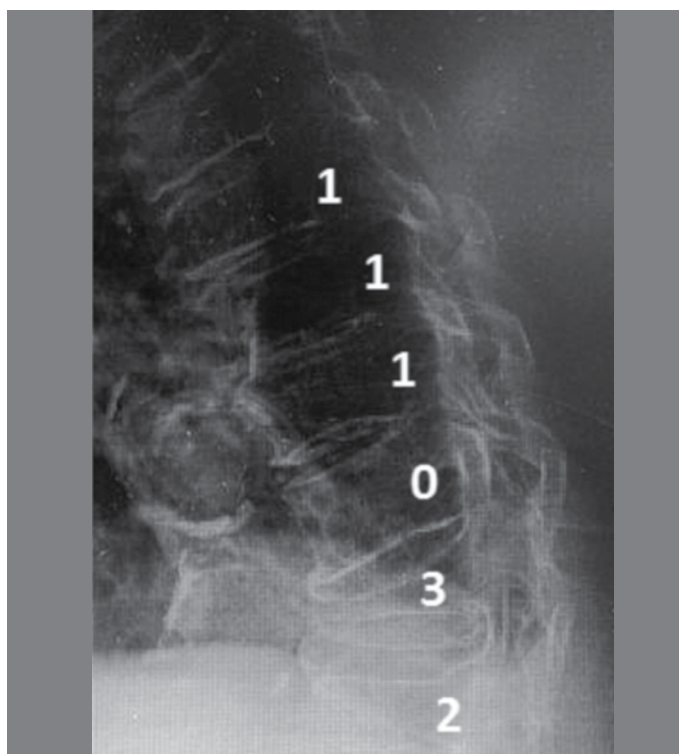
Detalhe de radiografia de coluna em perfil evidenciando classificação das notas das vértebras quanto a redução de altura.
